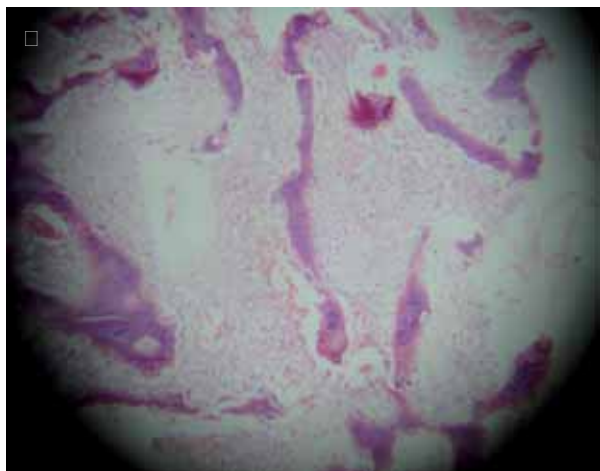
Figura □ □. Radiografía oblicua de la articulación de la pierna tibioperonea, donde se observa lesión ósea de displasia fibrosa. □. Corte histológico en el que se identifican trabéculas incurvadas de hueso reticular que carecen de reborde osteoblástico y que se encuentran rodeadas por una moderada reacción fibroblástica.
